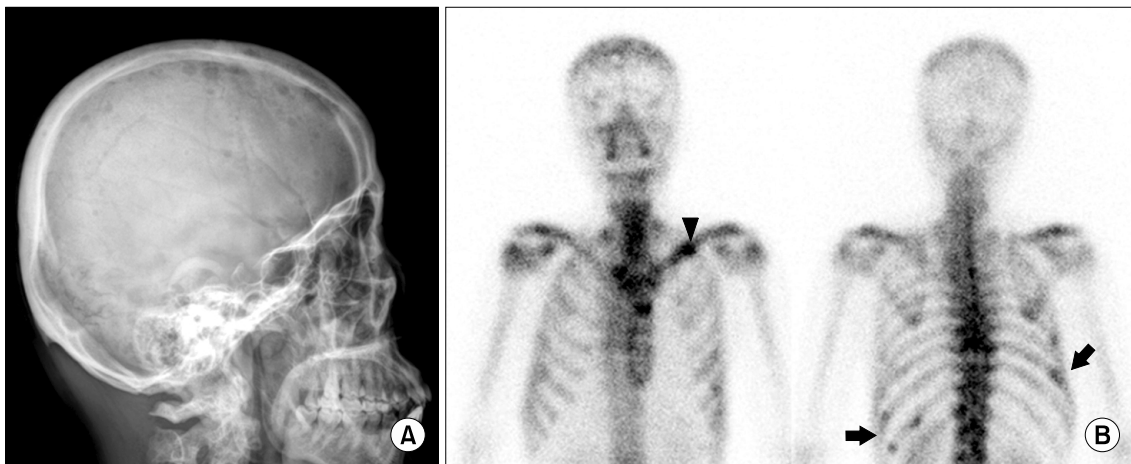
(A) Lateral radiograph of skull demonstrates characteristic multiple punched-out lesions with variable sizes. (B) The anterior view of radionuclide bone scan shows accumulation of activity in left middle (arrow head) clavicle and posterior view shows multiple accumulations at both lower ribs (arrows).
